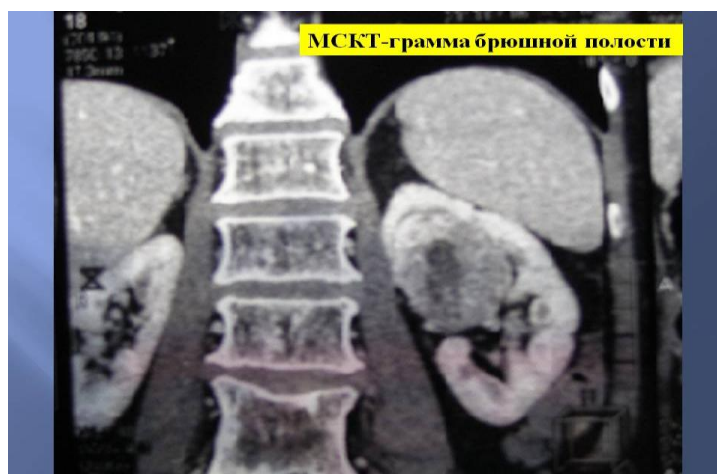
МСКТ-грамма с опухолью правой почки центральной локализации.
